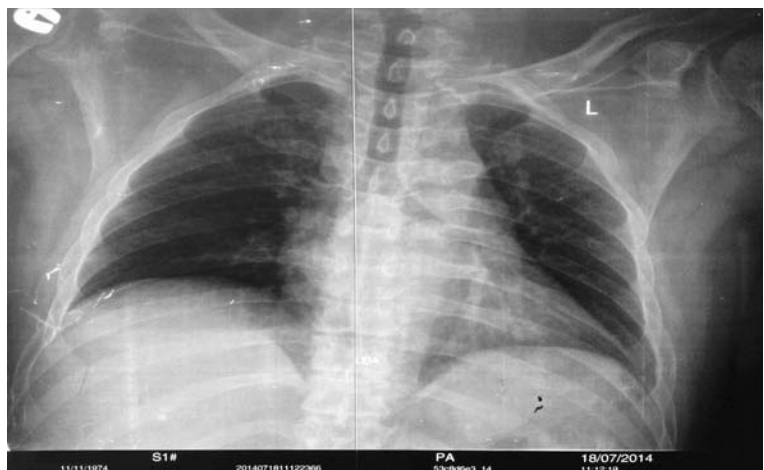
Обзорная рентгенограмма органов грудной клетки. Пациент К., 40 лет. Тяжелая открытая ЧМТ, перелом костей основания черепа, назальная ликворея, 8 мес после травмы. Внутрибольничная двусторонняя очаговая пневмония, состояние после искусственной вентиляции легких.
